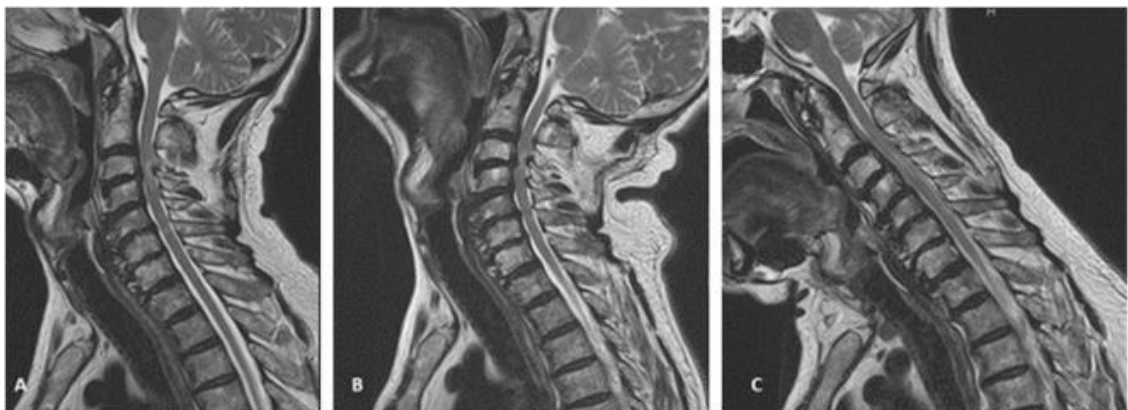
images d'IRM cervicale COU : en position normale « A » en hyperextension « B » et en hyperflexion « C »
